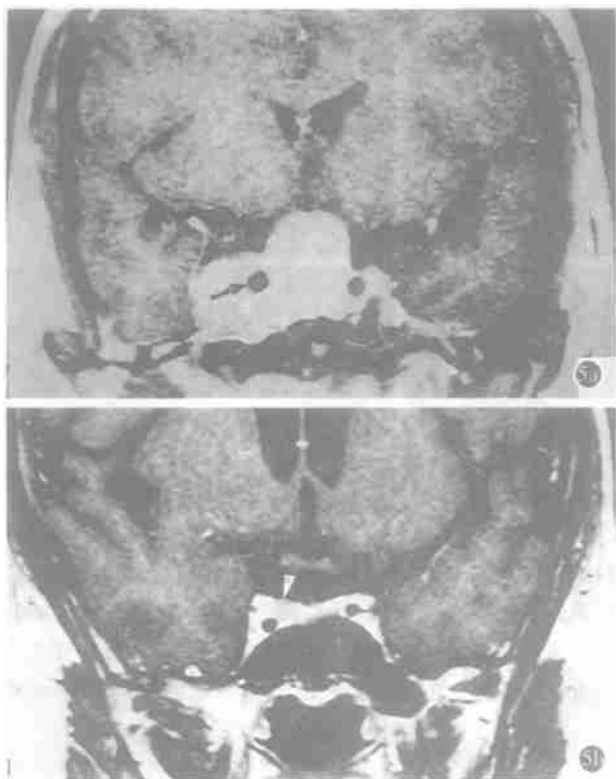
垂体腺瘤侵犯海绵窦。a) MRI: T₁WI C+ 垂体腺瘤较大, 侵犯两侧海绵窦, 颈内动脉被肿瘤所包绕, 以右侧为明显(↑); b) MRI: T₁WI C+ 垂体微腺瘤, 垂体右侧有略低信号病灶, 边界清楚(Δ), 颈内动脉受压下移。
